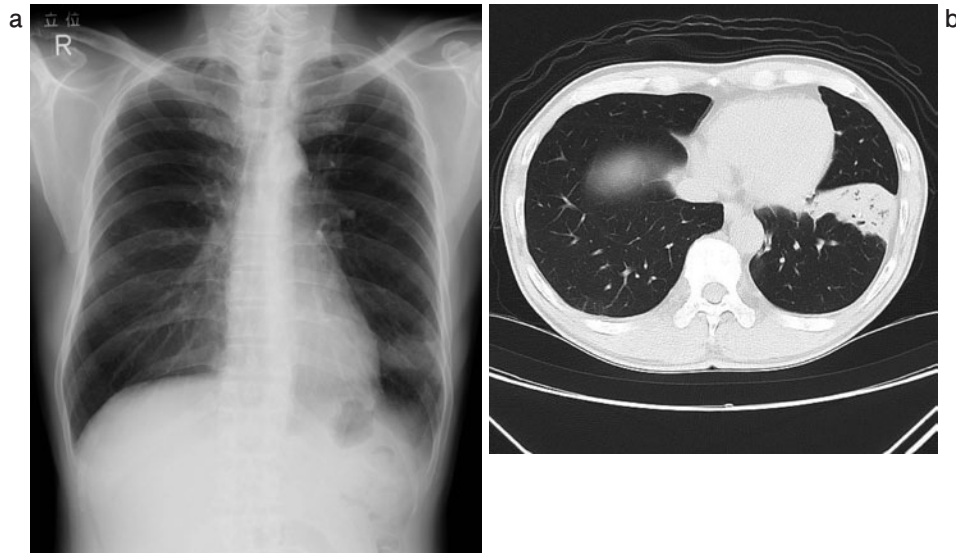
初診時の (a) 胸部単純 X 線写真, (b) 胸部 CT. 左下葉 S8 に浸潤影を認める. 気管支拡張症などの所見は認められない.
